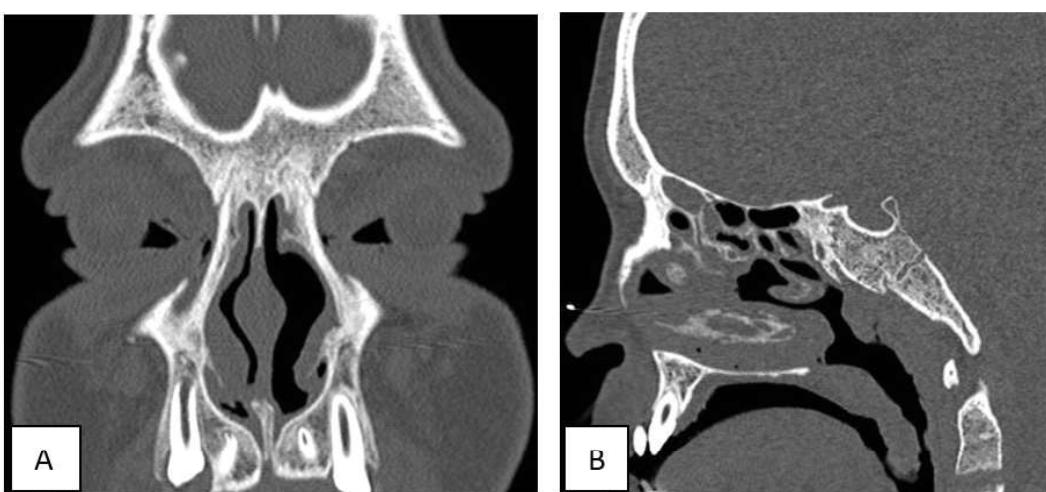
Типичные томограммы детей с муковисцидозом с неразвитием лобных пазух (А – ребенок 13 лет, коронарная проекция); вместе лобных и клиновидных (В – ребенок 10 лет, сагиттальная проекция) пазух.
